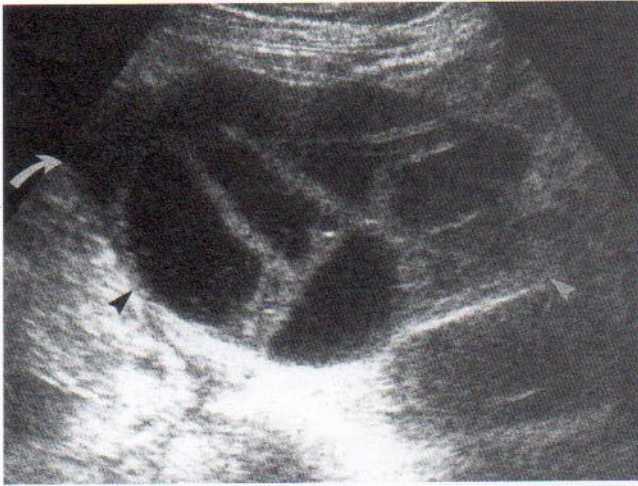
Síndrome de hiperestimulación ovárica. La ecografía transabdominal muestra un ovario poliquístico (puntas de flecha) y ascitis (flecha curva) en una paciente embarazada mediante fecundación asistida.
